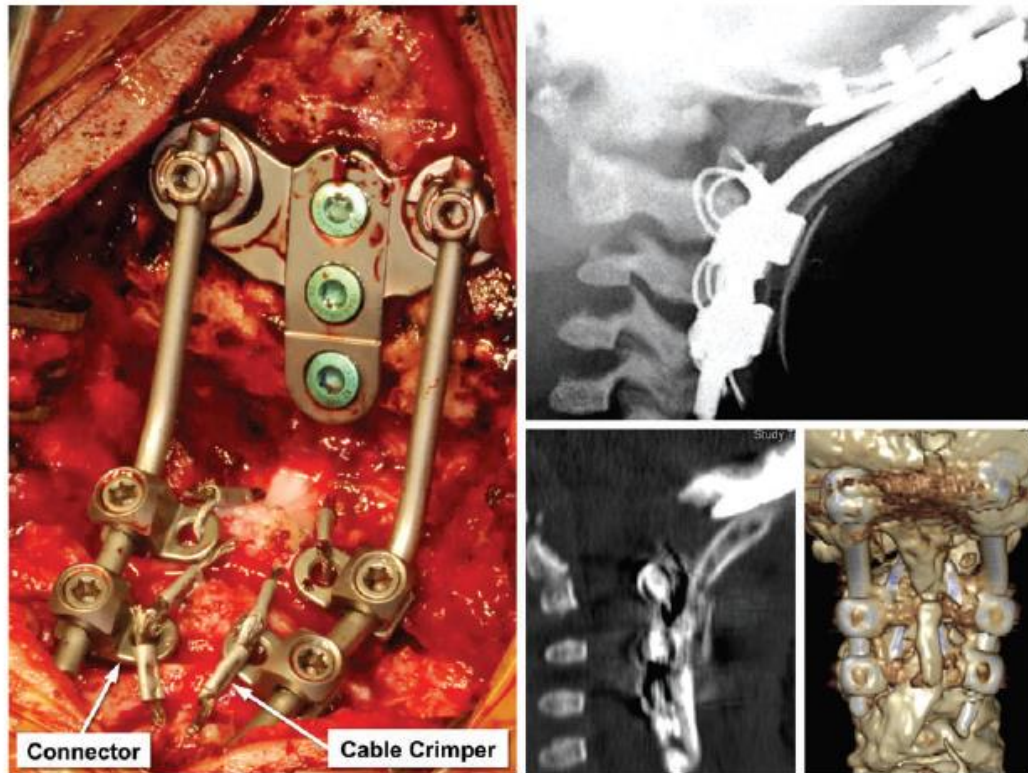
Occipital-C2-C3 fusion with "mountaineer" occipital cruciate plates and sublaminar cables in a 2½-year-old boy. The occipital plate is fixed to occipital keel via three screws, bilateral rods, and C2-C3 sublaminar soft cables linked to rods via cable connectors (left). Immediate postoperative X-ray and good callus on computed tomography (CT) 4 months later (right).
